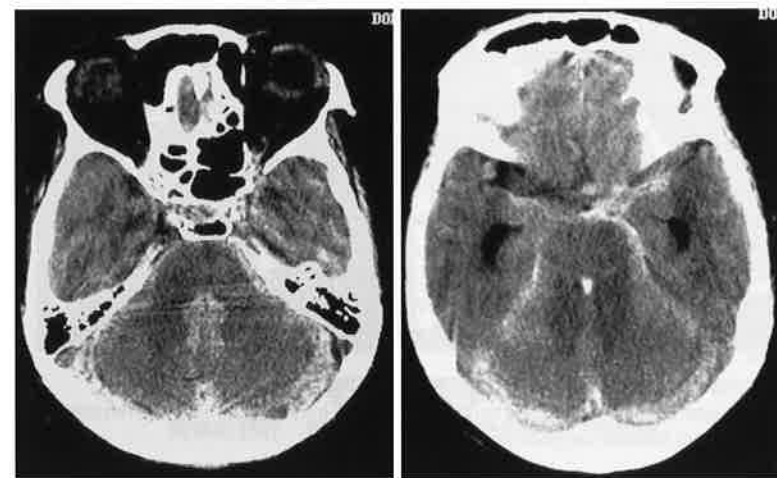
CT scanning 15 hours after the trauma shows further spreading of the arachnoid hemorrhage, bilateral subdural hemorrhage of the posterior fossa, and reflux of the subarachnoid hemorrhage into the fourth ventricle.
